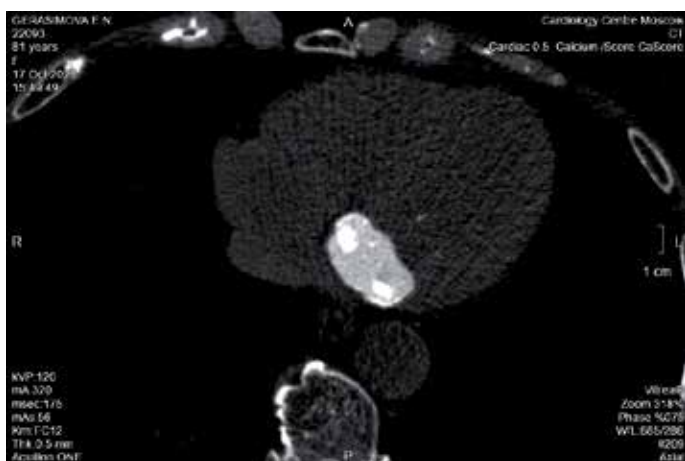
КТ сердца без контрастирования. А – аксиальная проекция, костный режим, В – корональная проекция, мягкотканый режим. Массивный, разнородный по плотности кальциноз в проекции митрального клапана.
